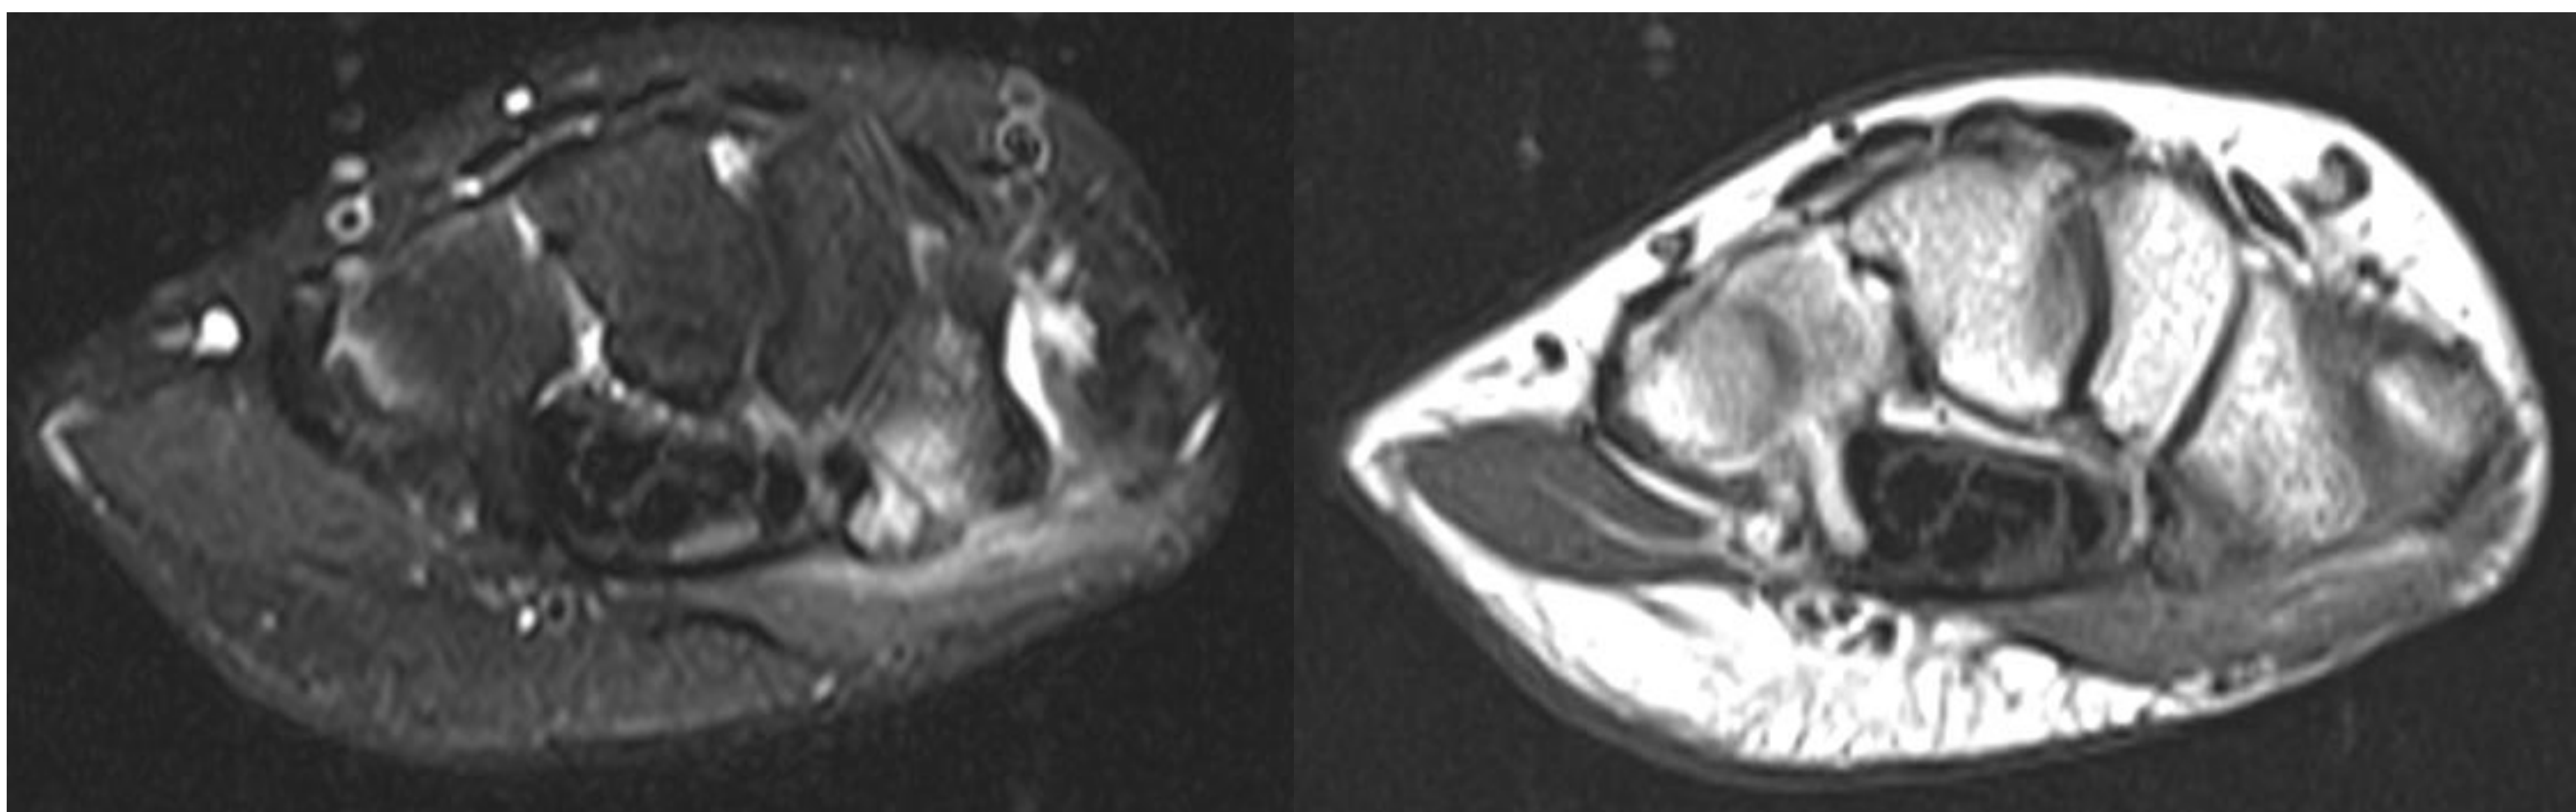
Imágenes RM axiales T2FS (izquierda) y T1 (derecha) que muestran una línea de fractura no desplazada a en la base de la cresta del trapecio con edema óseo y de la musculatura de la eminencia tenar asociados.
